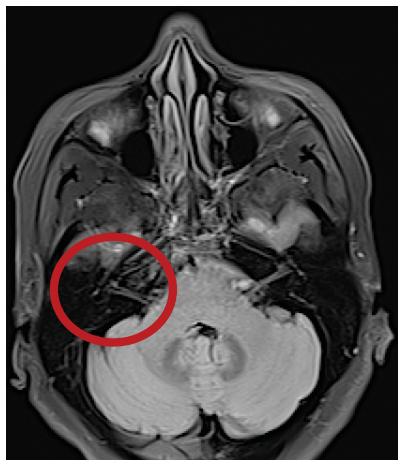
Resonancia magnética en corte axial, secuencia T2 Flair. Corte con énfasis en ganglio geniculado del nervio facial y cóclea. Imagen cortesía del Departamento de Neuro radiología e imagen y del Departamento de Terapia Endovascular Neurológica del INNN.
